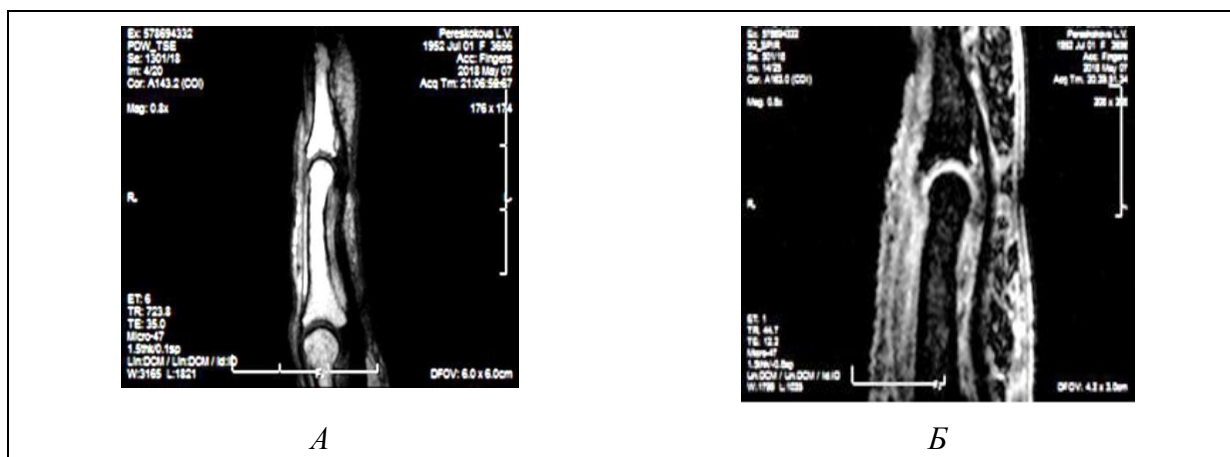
МРТ с применением «микрокатушки» при повреждении сухожилия разгибателя пальца кисти в 1-й зоне в положении сгибания: а – обзорная картина, б – визуализируется сближение поврежденных концов на 1,2 мм
